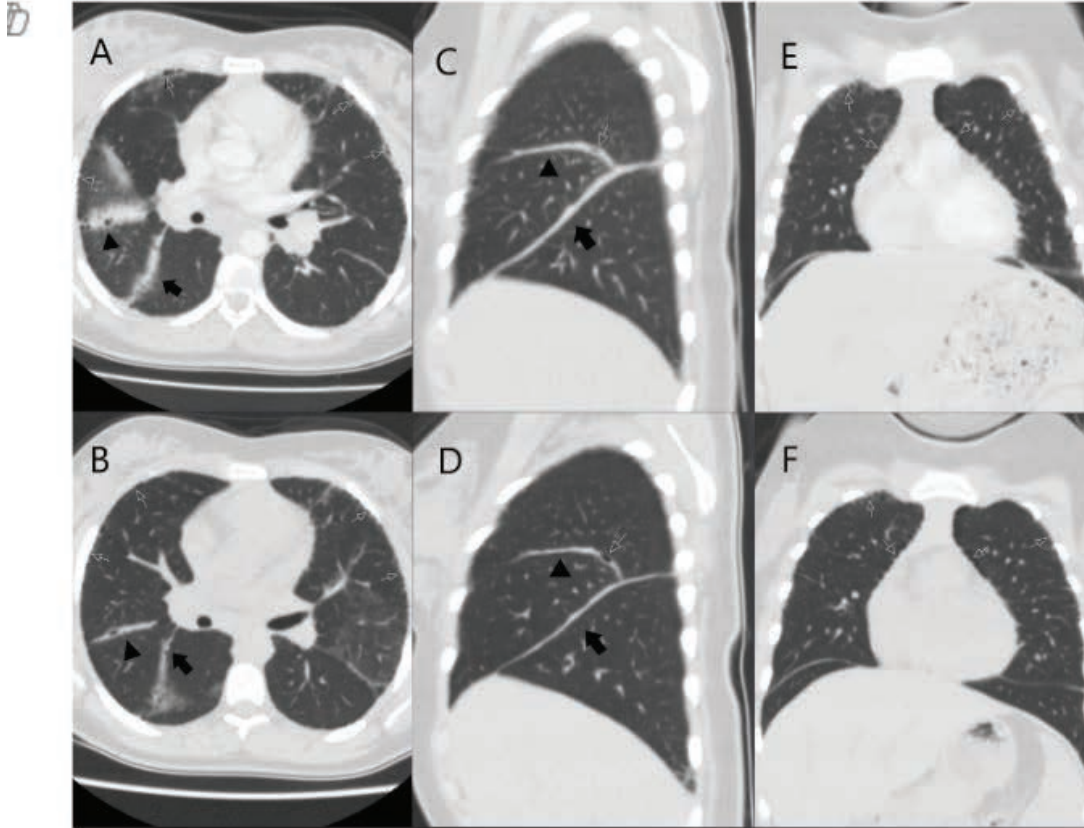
Thoracic CT scans of patients with FMF-related ILD pattern
